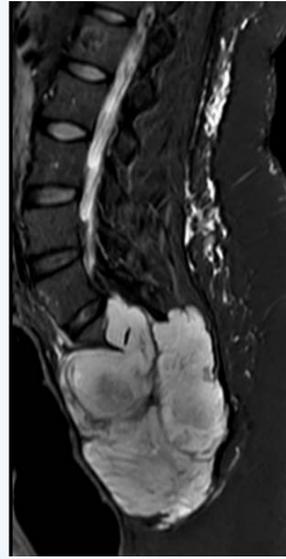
RM cordoma sacro
